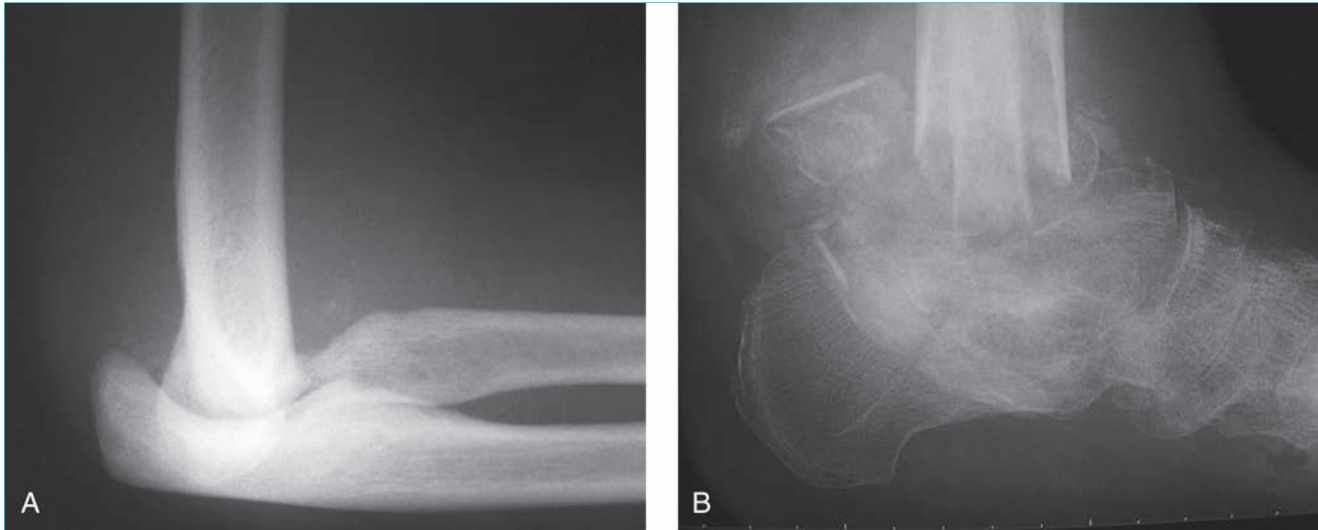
Artropatía neuropática. A, Radiografía lateral del codo de un paciente con siringomielia. Obsérvense los importantes cambios neuropáticos con destrucción completa de las superficies articulares. B, Radiografía lateral del tobillo de un paciente con diabetes mellitus. Obsérvense la destrucción completa de las superficies articulares con disolución y fragmentación.
